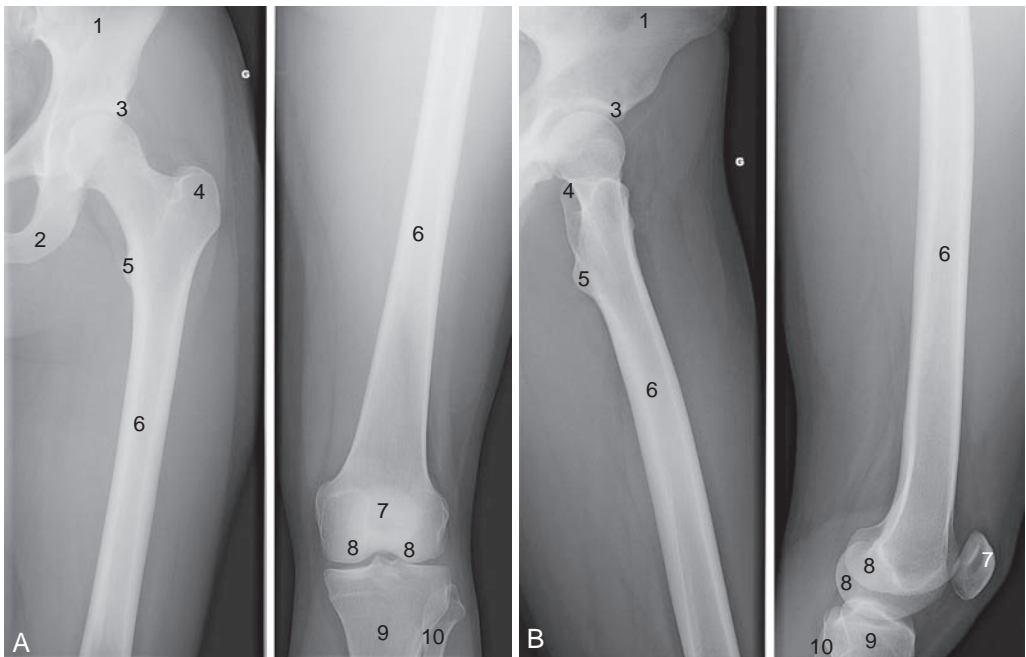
Radio-anatomie des radiographies de fémur de face (A) et de profil (B).
